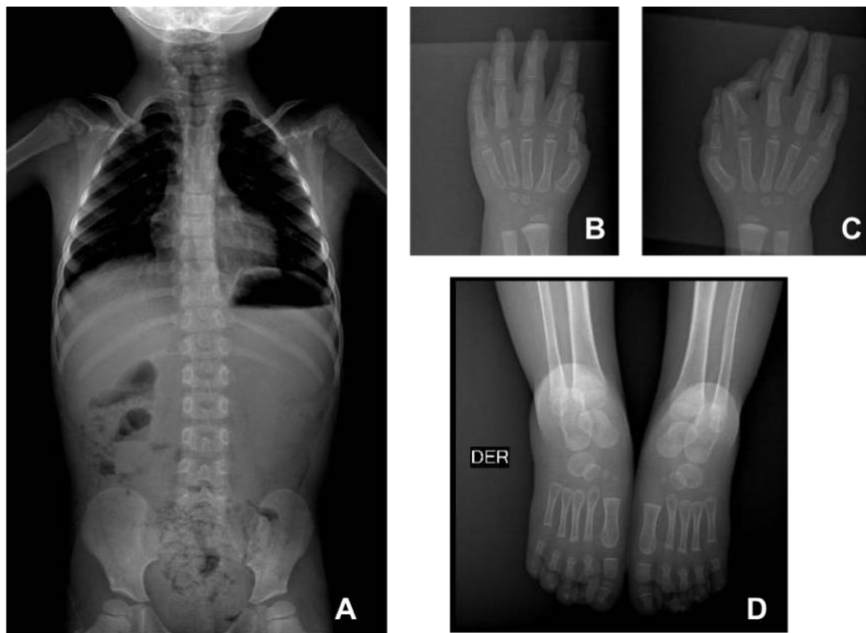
A. Discreta escoliosis dorsal a la derecha y lumbar a la izquierda. B. Mano derecha con pérdida de la alineación de las articulaciones interfalángicas del primer dedo. C. Mano izquierda con pérdida de la alineación de las articulaciones interfalángicas de predominio en el primer y segundo dedos, respetando metacarpos. D. Radiografía comparativa de pies sin alteraciones.
